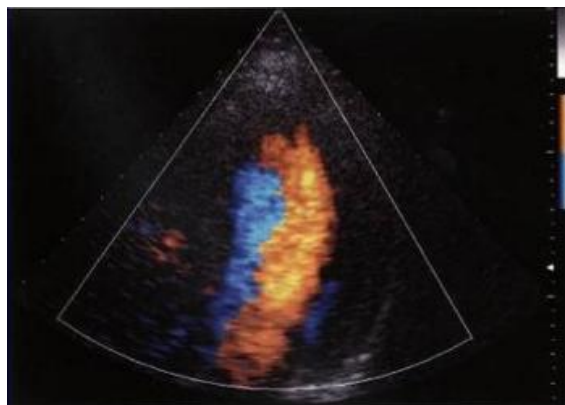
Картинка УЗИ с ЭД
